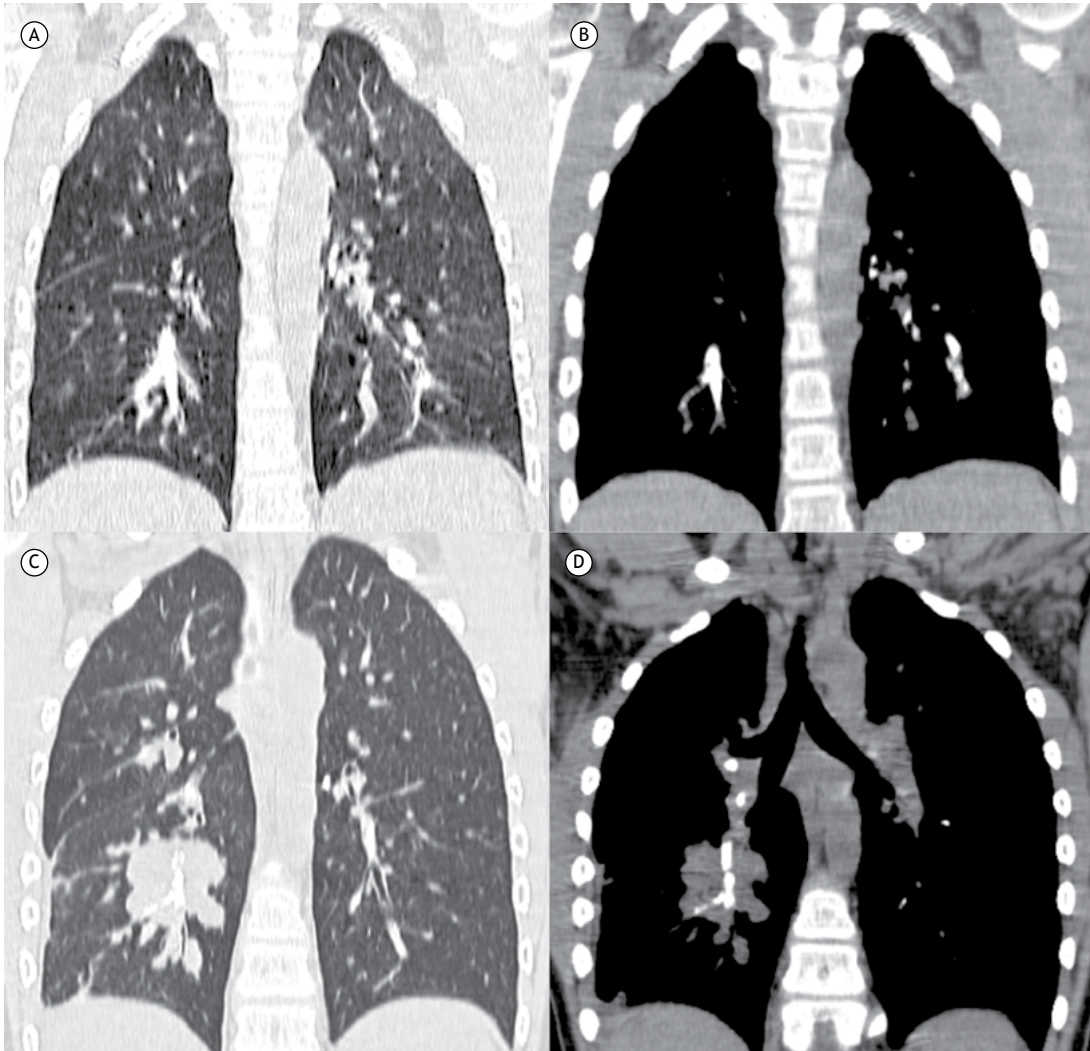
Menino de 7 anos com osteossarcoma primário do fêmur. Em A e B, imagens de TC mostrando metástase pulmonar intravascular calcificada, confirmada por biópsia. Em C e D, imagens da TC realizada 6 meses depois, mostrando progressão das lesões pulmonares, com formação de massa à direita.
